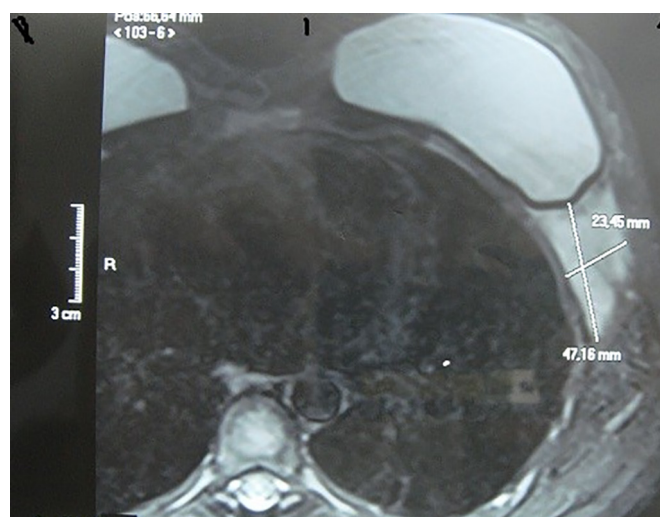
Imagem do tumor pela ressonância nuclear magnética.
